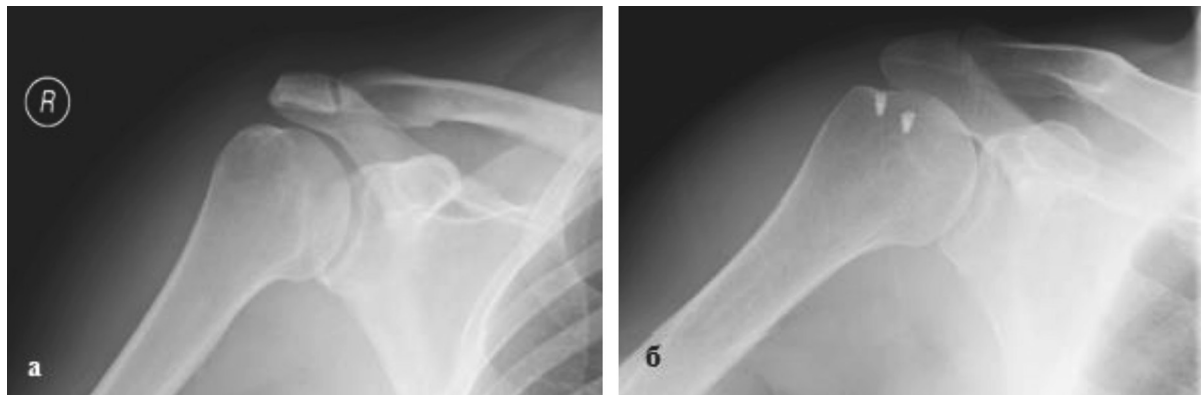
Реконструкция вращательной манжеты плеча с применением анкерного фиксатора Рентгенограммы плечевого сустава до операции (а), после операции (б)
